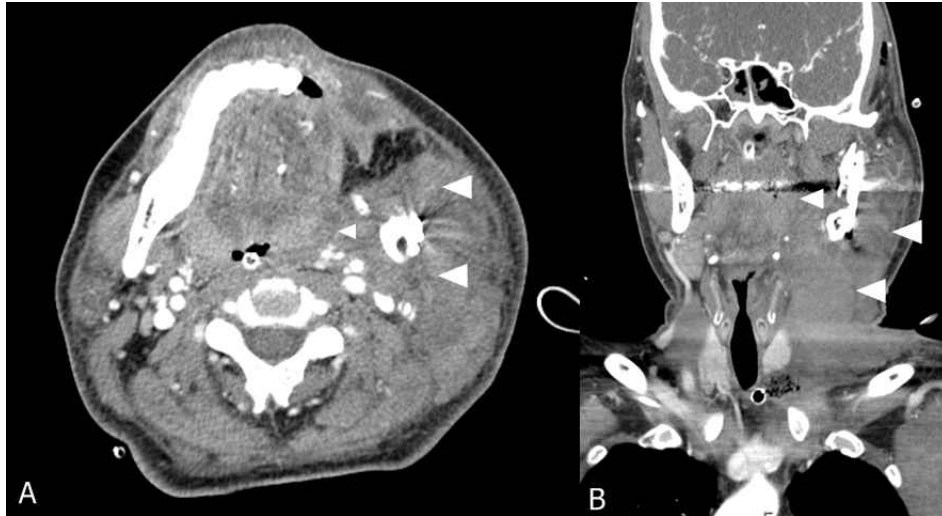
A: sagittal view; B: coronal view of computed tomographic scan of the neck is demonstrating hematoma which compressing upper airway (white arrow).
